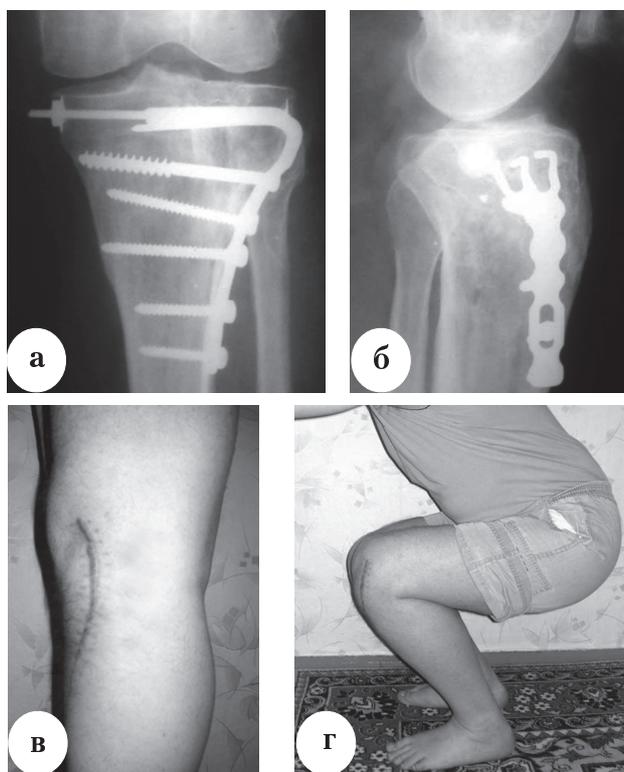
Результат лечения больного Е. через 3 года после операции: а – рентгенограммы; б – разгибание; в – сгибание
